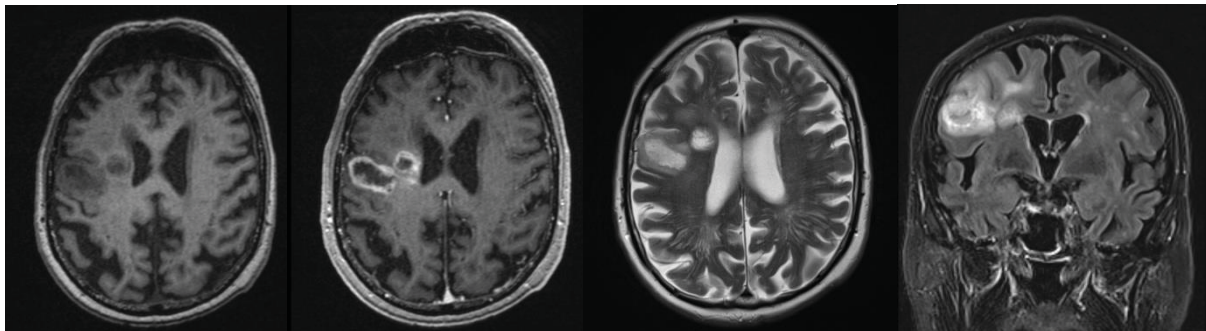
MRT-Morphologie des GBM in den Sequenzen T1, T1+KM, T2 und FLAIR (von links)
